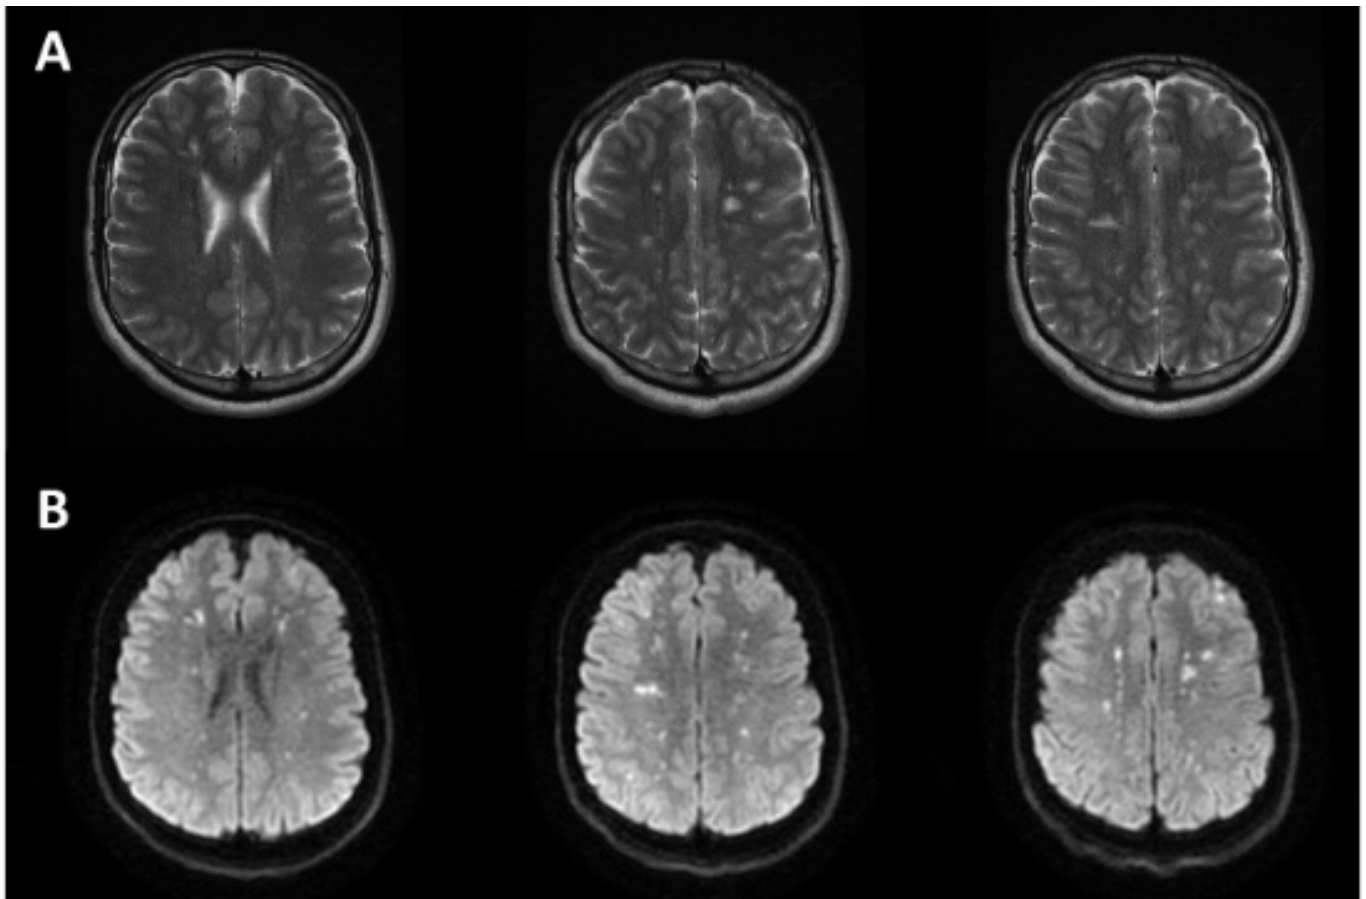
Séquences axiales IRM pondérées en T2 (A) et IRM de diffusion (B) chez un patient atteint de l' EGC. L'IRM retrouve de multiples signaux punctiformes hyper signal en T2 (A) ou en restriction de diffusion (B) dans la substance blanche et grise des 2 hémisphères cérébraux («starfield patter»).
